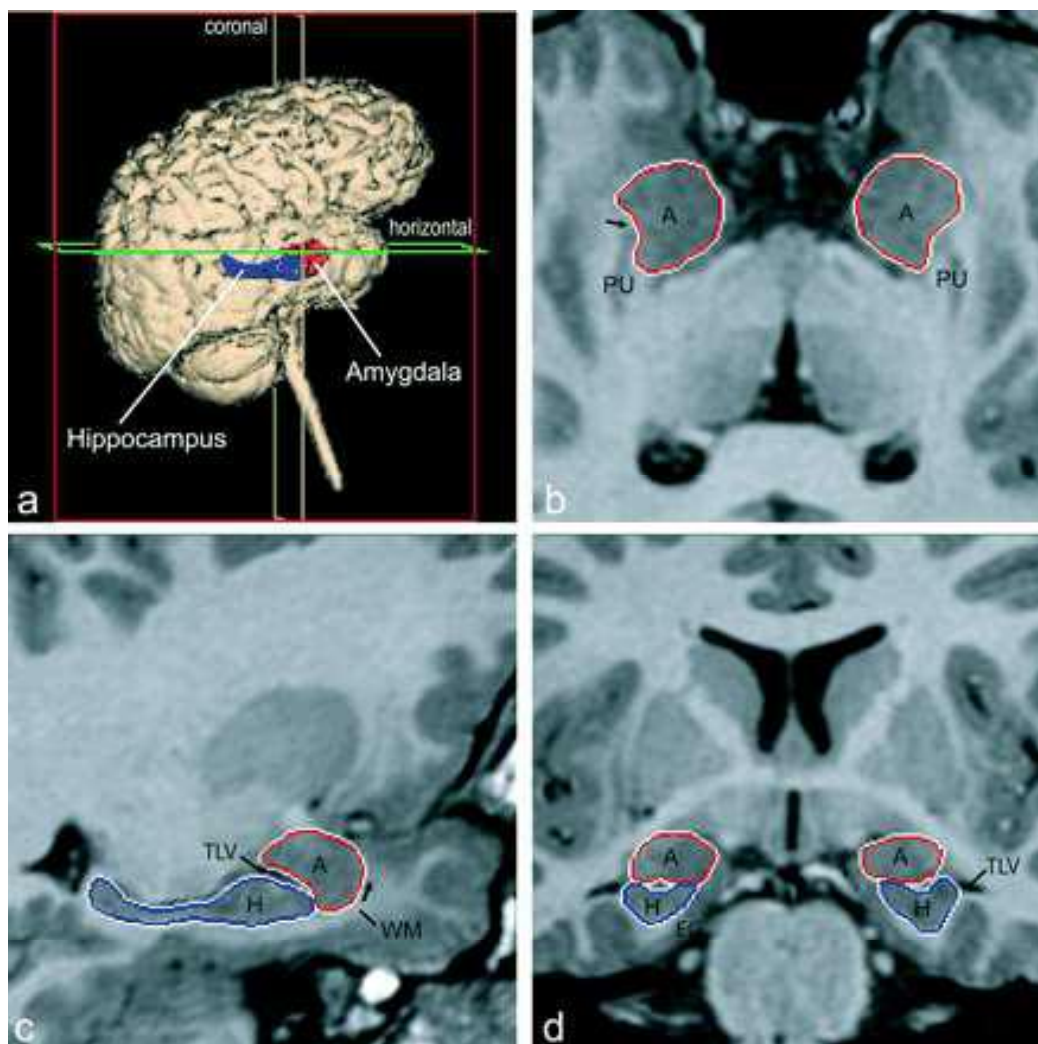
Localização do complexo amigdaliano (em vermelho), adjacente ao hipocampo (em azul), em imagens de ressonância magnética. (a) Reconstrução tridimensional do encéfalo, representando os planos de estudo nas imagens de ressonância magnética. Imagens do complexo amigdaliano nos planos (b) longitudinal, (c) sagital e (d) coronal. A seta em “b” indica a linha ao longo da substância branca que separa a amígdala do putâmen e a seta em “c” representa a substância branca que forma o bordo ventral da amígdala rostral. A - amígdala; EC - córtex entorrinal; H - hipocampo; PU - putâmen; TLV - corno temporal do ventrículo lateral; WM - substância branca subamigdaliana. Reproduzido e adaptado de Whalen e Phelps (2009).
